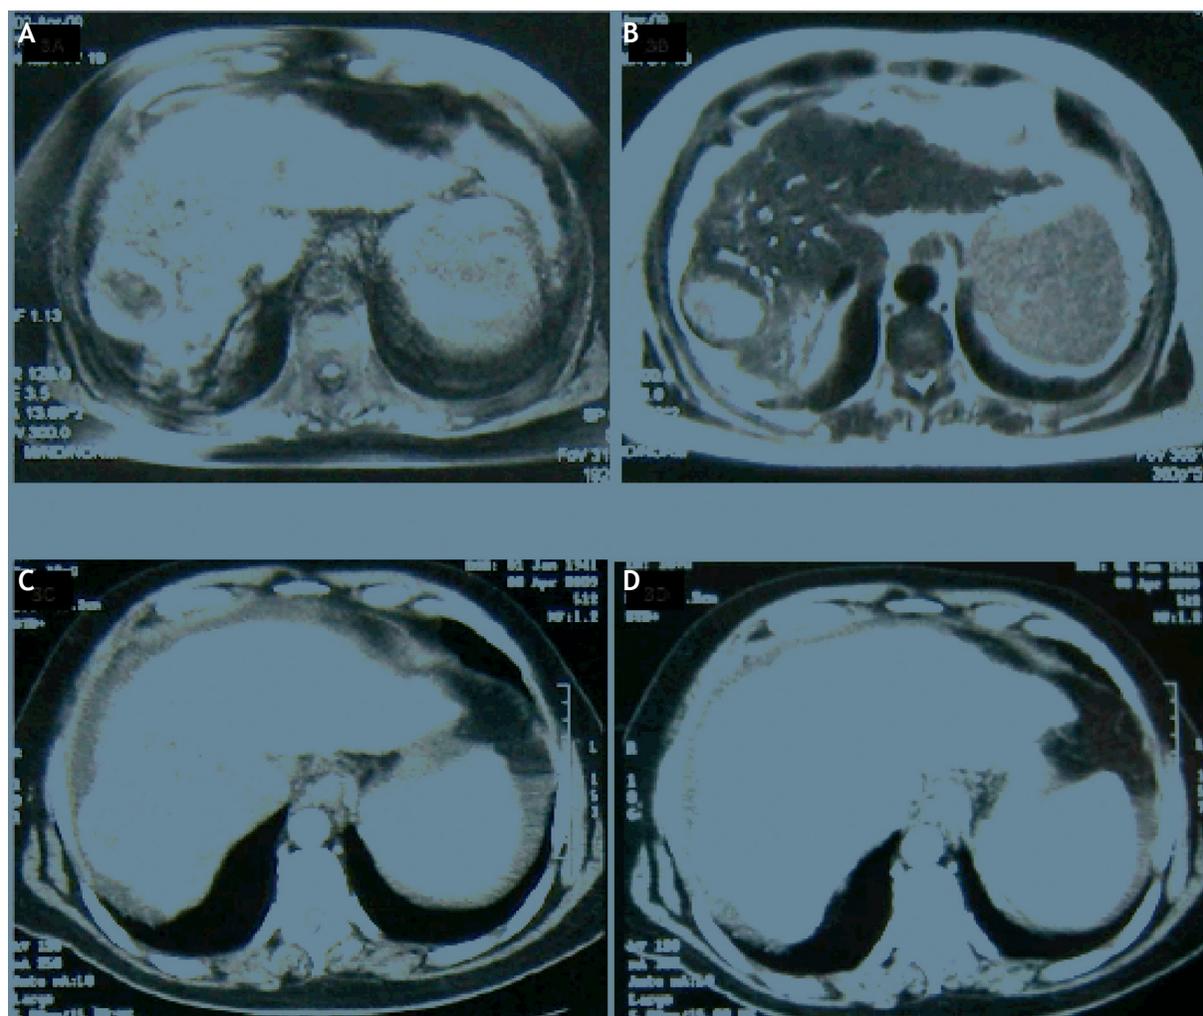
Imagens de RNM (3A e 3B) e TC abdominal (3C e 3D) onde se observa uma lesão nodular intrahepática, subcapsular direita, com extensão perihilar, com 6 cm. A lesão é heterogênea, com áreas hipercaptantes e hipocaptantes e apresenta pseudocápsula.
